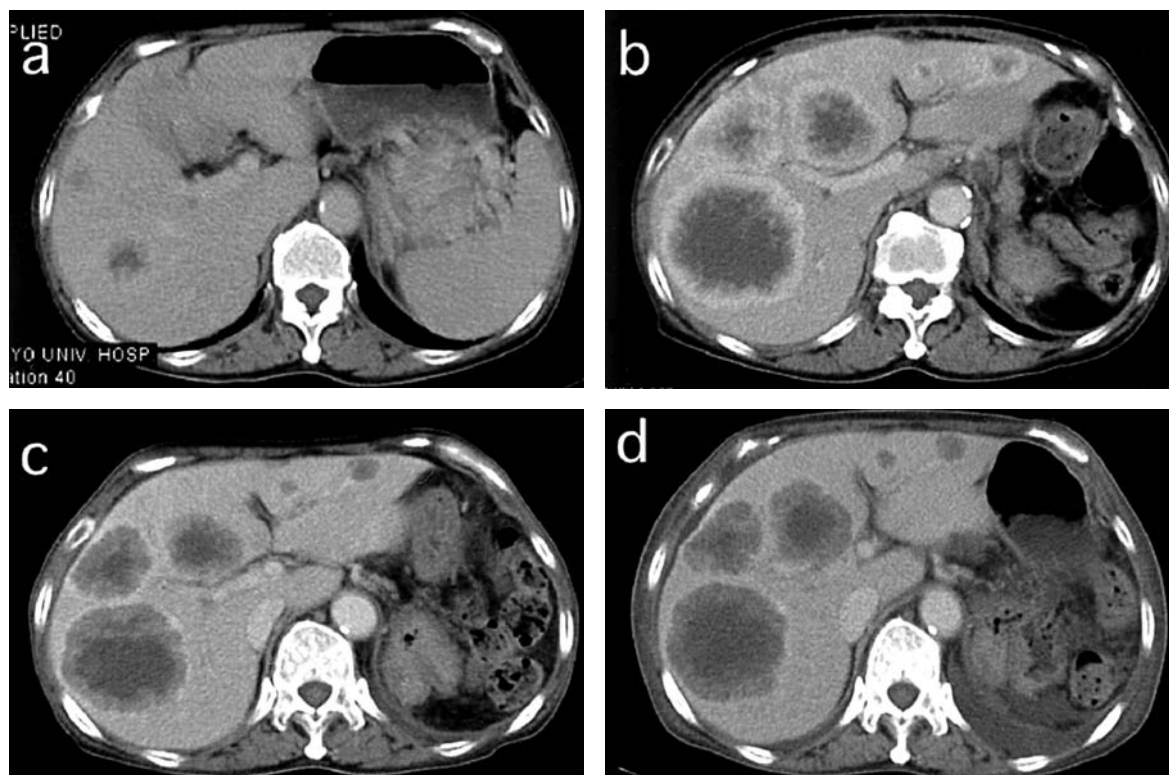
Enhanced abdominal CT. a: Metastatic hepatic lesions at diagnosis. b: Hepatic lesions were growing three months after immunotherapy with IFN- α . c: Hepatic lesions with attenuation of contrast media at peripheral area of the tumors one month after the combination of IFN- α and half-doses of sorafenib. d: Hepatic lesions with no interval change for four months.
